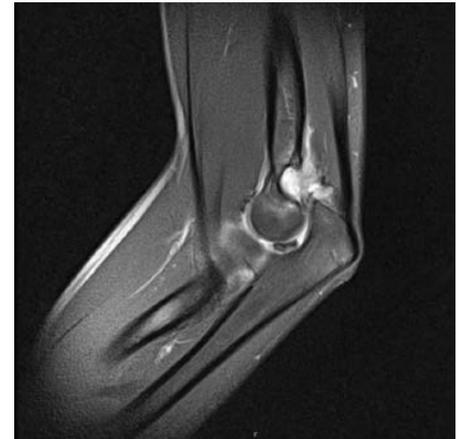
MRT: sagittaler Schnitt durch den Ellbogen mit Darstellung der interponierten knöchernen Struktur
